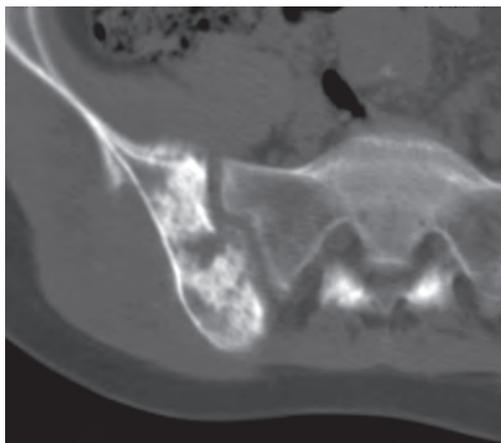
КТ. Саркома Юинга. В задних отделах крыла правой подвздошной кости имеется неоднородная структура с наличием очагов деструкции различных размеров, с участками остеосклероза, разрыва коркового слоя и периостального «козырька» и небольшого периостита. Инфильтрация мягких тканей.
